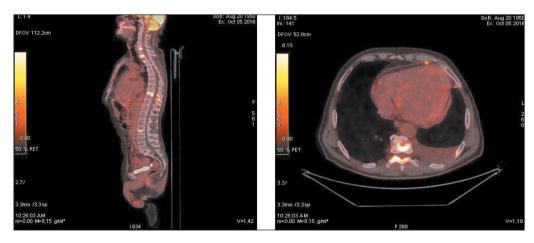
ПЭТ/КТ. Определяются очаги патологической фиксации ФДГ в теле С6, телах и дужковой части грудных позвонков и теле L3 (SUVmax=6,2) Fig. 1. PET/CT scan demonstrates increased uptake of FDG at the C6 vertebral body, bodies and arch of the thoracic vertebrae and at the L3 level, (SUVmax=6.2). CT reveals the foci of bone destruction
